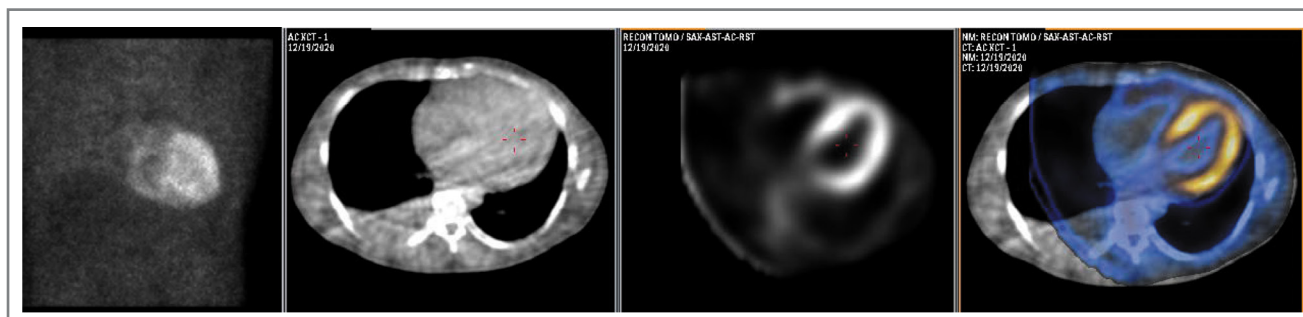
Данные планарной сцинтиграфии, КТ, ОЭКТ и ОЭКТ/КТ пациента с верифицированным TTR-амилоидозом. Отмечается тотальное высокоинтенсивное накопление ^{99m}Tc -PYP в миокарде (Grade 3).
